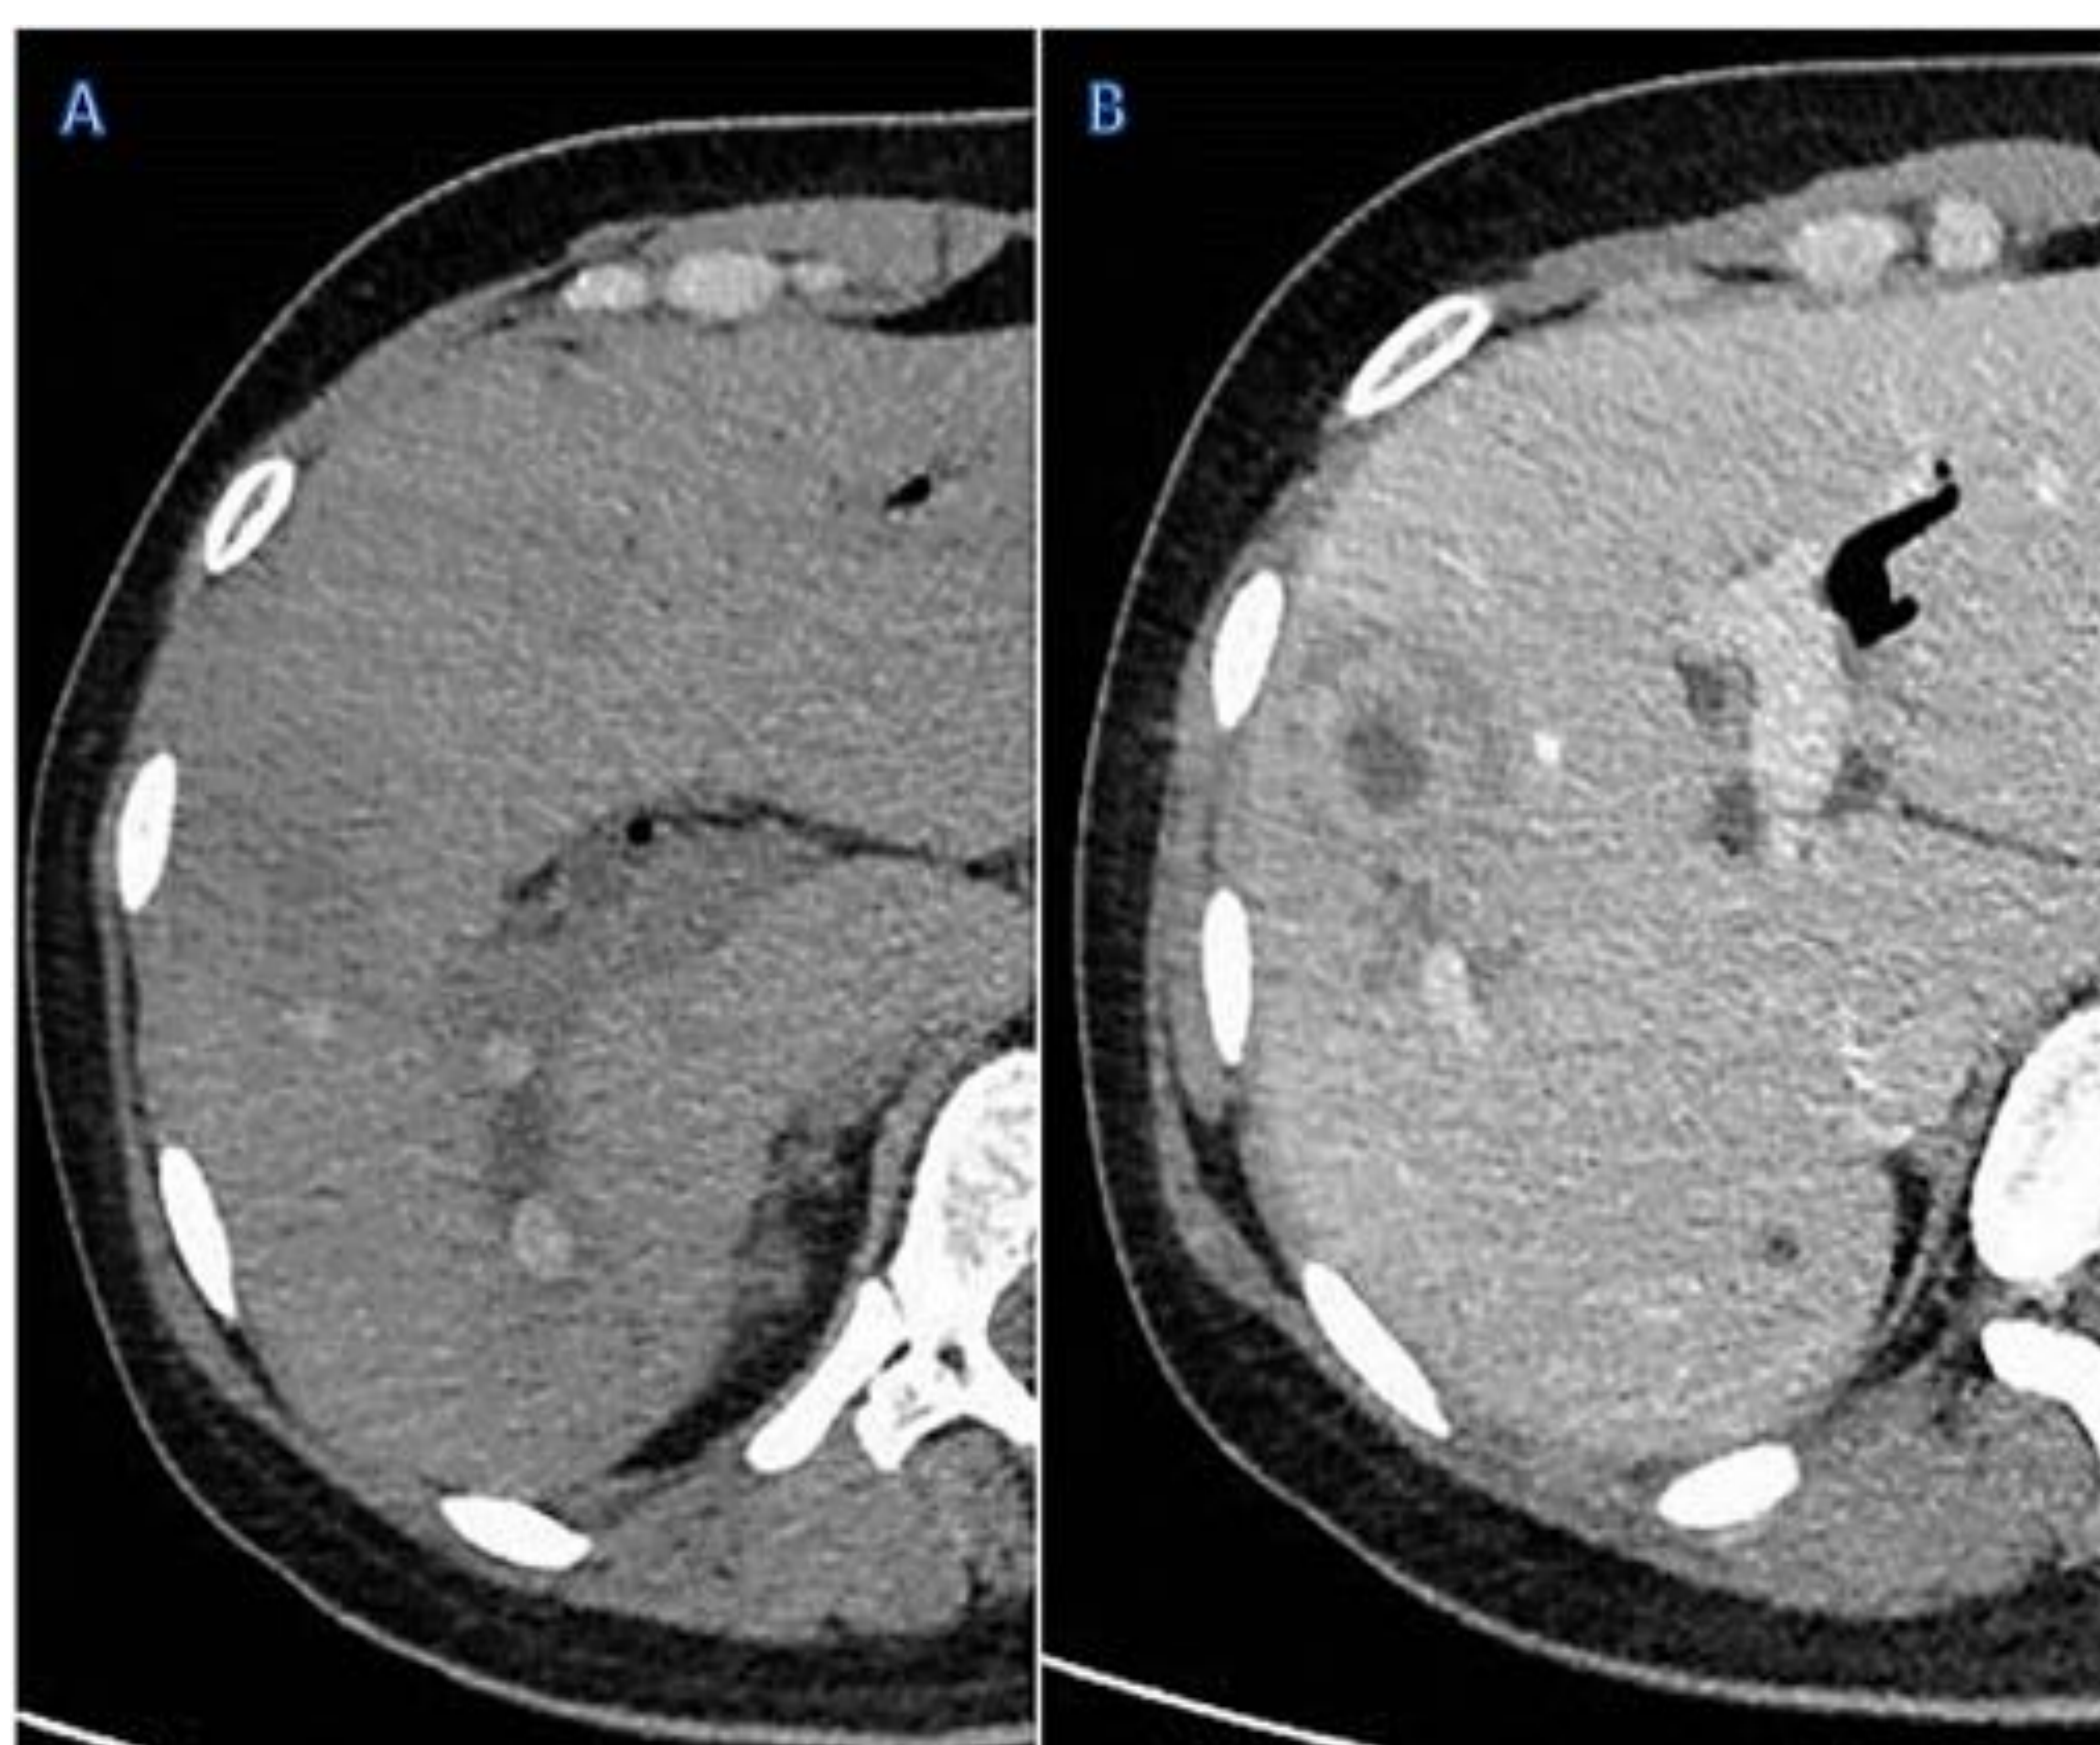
Paciente originaria de China con clínica compatible en la que en TC sin contraste se identifican cálculos intraductales. En TC en fase venosa se observa una imagen nodular hipodensa con captación periférica compatible con absceso hepático.
